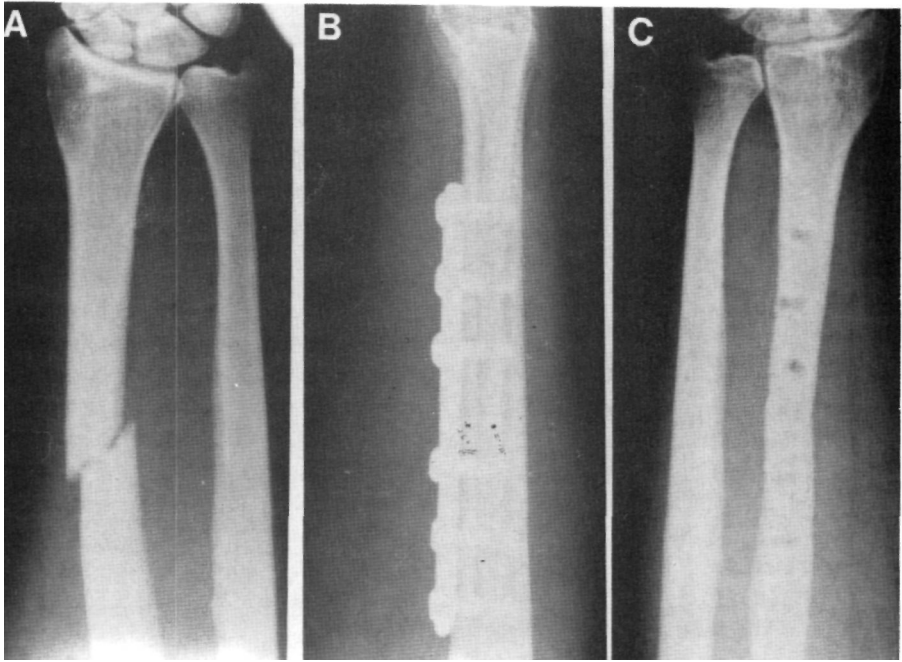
Fractura de tercio medio-distal de radio en hembra de 58 años. A) Radiografía inicial. B) Proyección lateral 10 semanas después del tratamiento con placa atornillada. C) Retirada del material de osteosíntesis 8 meses después del accidente. Fractura consolidada.
